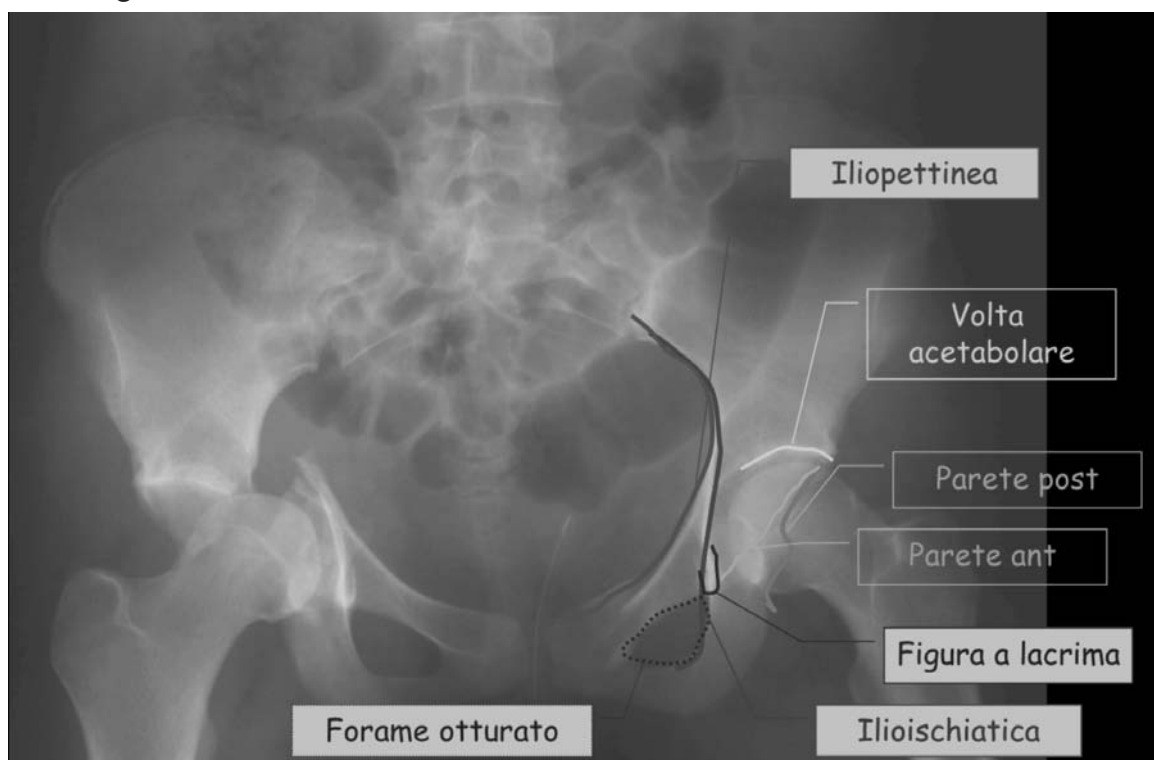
Le linee radiografiche descritte da Letournel, riprodotte sull'anca sinistra sana.
